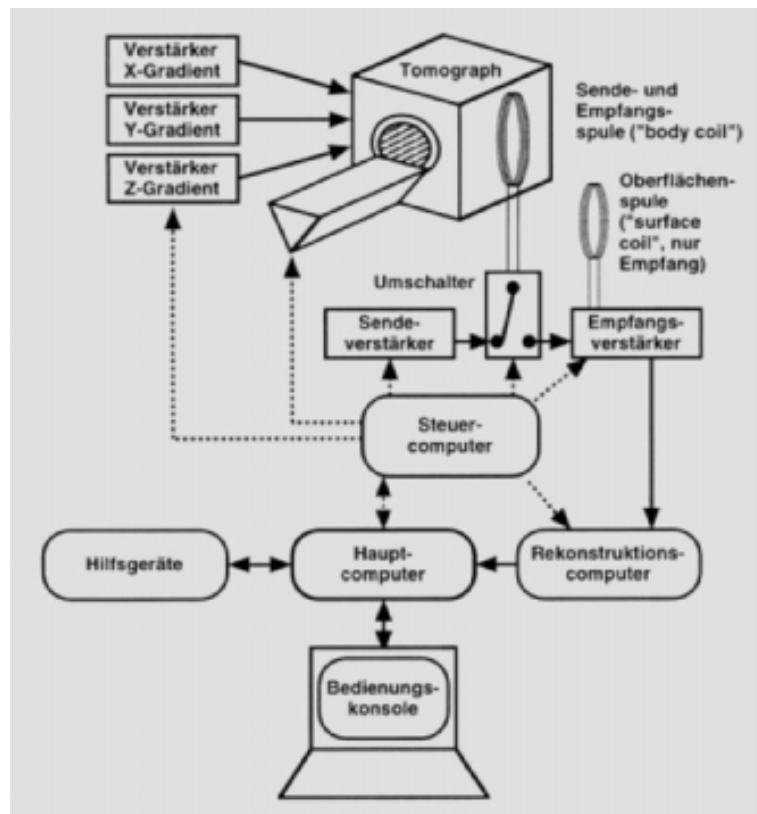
Komponenten eines MRT-Gerätes (aus <sup>34</sup>)
